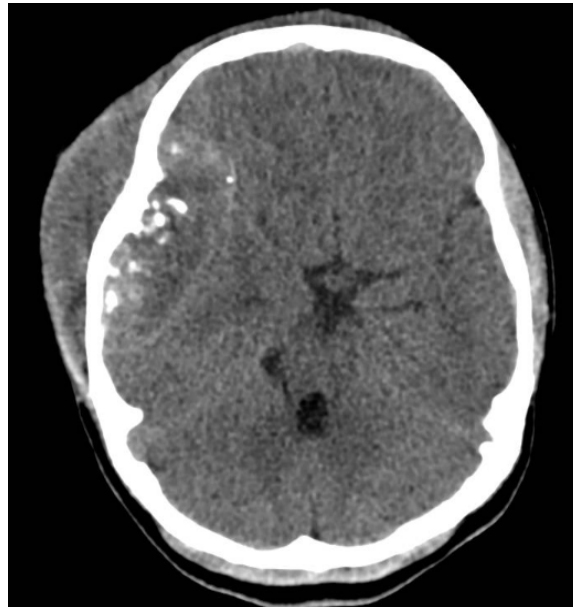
Tomografía axial de cráneo simple previo a intervención quirúrgica: Se identifica una lesión extra axial frontotemporal derecha con áreas de mayor densidad y calcificaciones en el interior con erosión y lisis del diploe con extensión a los tejidos blandos adyacentes alcanzando unas medidas máximas de 82 x 53 mm. Tiene efecto de masa comprimiendo el parénquima adyacente y desplazando la línea media derecha izquierda aproximadamente 10 mm.
